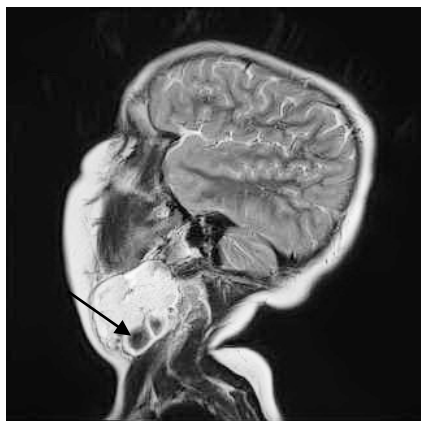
МРТ в режимі T2, сагітальна проекція. Відмежована венозна мальформація в ділянці шиї, ділянки втрати сигналу вказані стрілкою.
